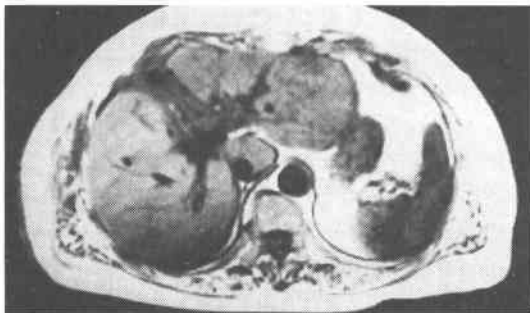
Postoperative MRI. T₁-weighted image shows clearly separated liver segments, and no abnormal signal within the liver.
